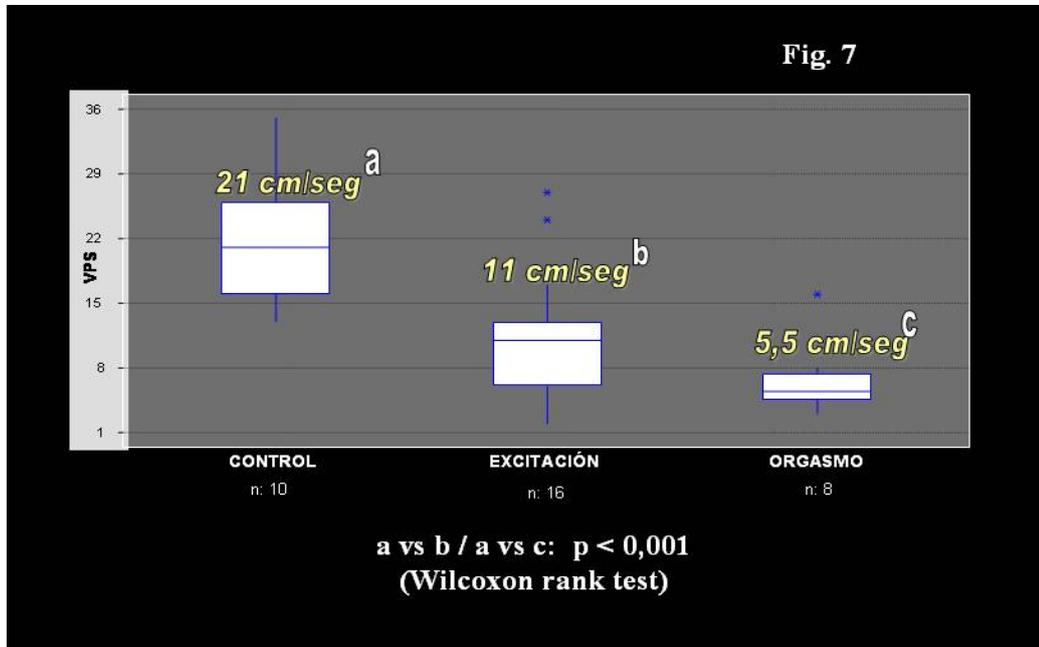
Resultados del ecodoppler basal y postaplicación de alprostadil gel en controles, disfunción de la excitación y el orgasmo
